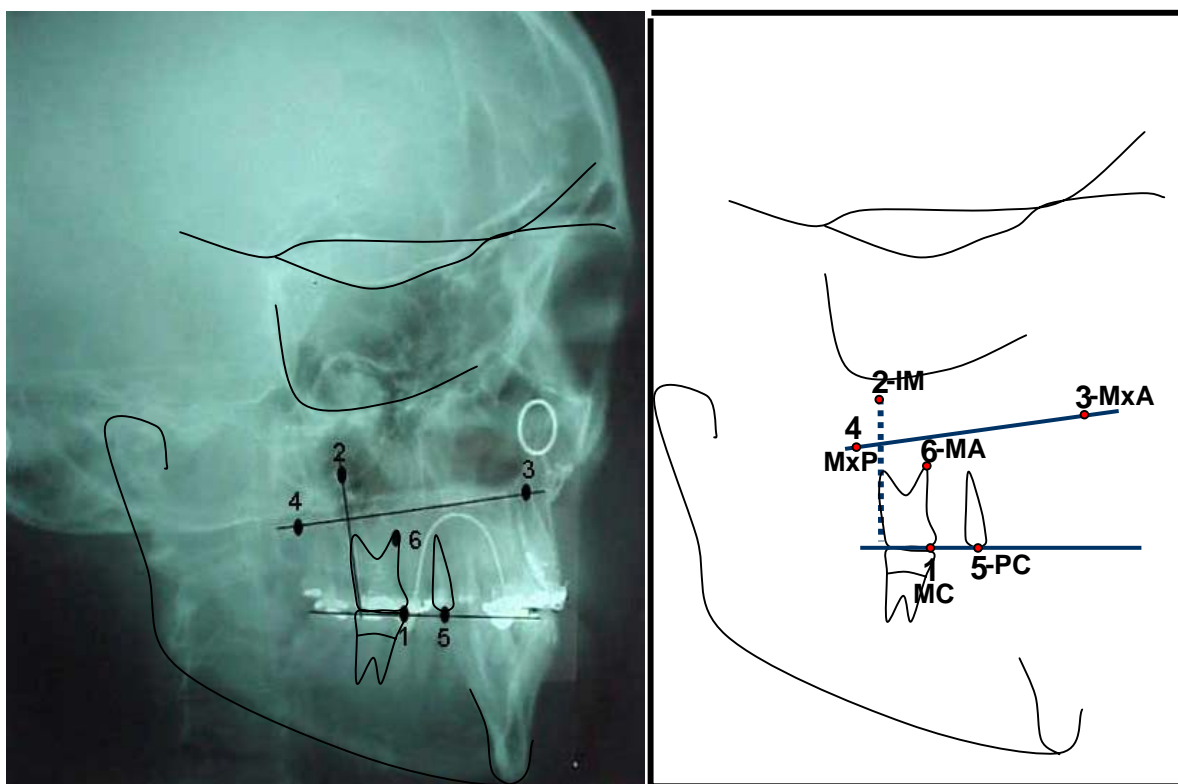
Radiografia e traçado a 45 graus, com seus pontos e planos.
